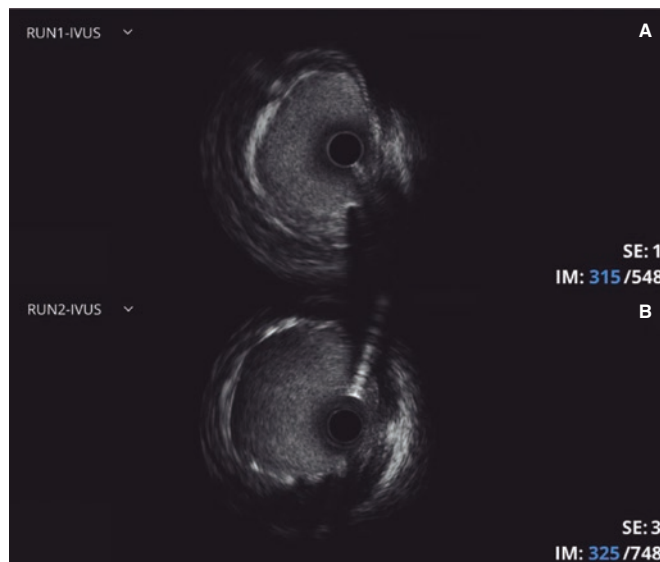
Ecografía intravascular (IVUS). A: El examen con IVUS realizado tras la predilatación muestra la presencia de una lesión heterogénea a nivel del *ostium* coronario del tronco común izquierdo debida, probablemente, a fenómenos de aortitis. B: El examen con IVUS realizado tras el implante del *stent* muestra la expansión correcta del *stent*.
